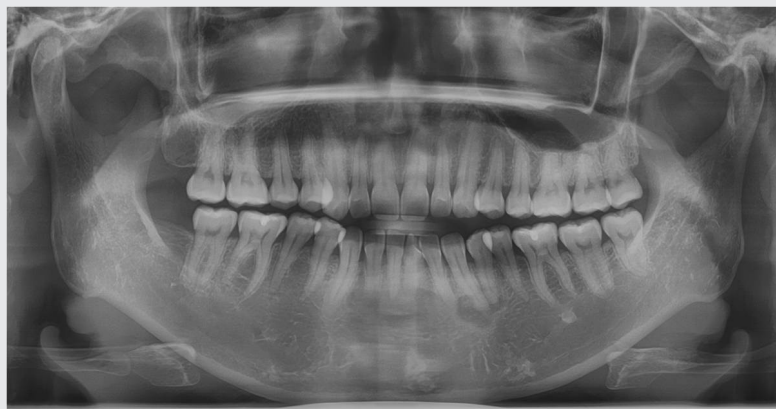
Panoramic radiograph shows a mixed lesion with well defined border around the apical portion of the left mandibular canine and first premolar.
